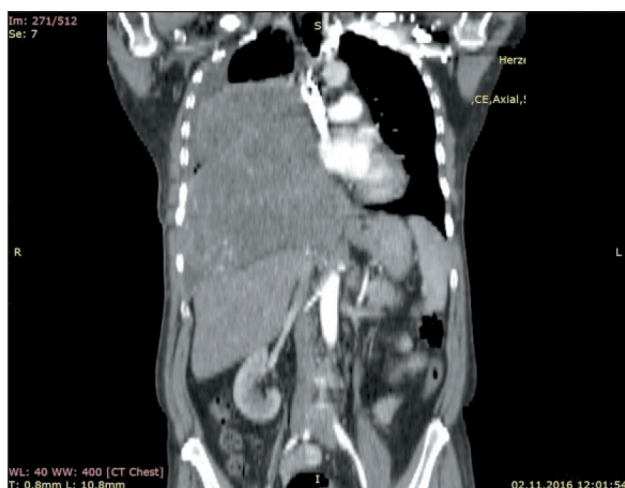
Компьютерная томография грудной клетки и брюшной полости, фронтальный срез
